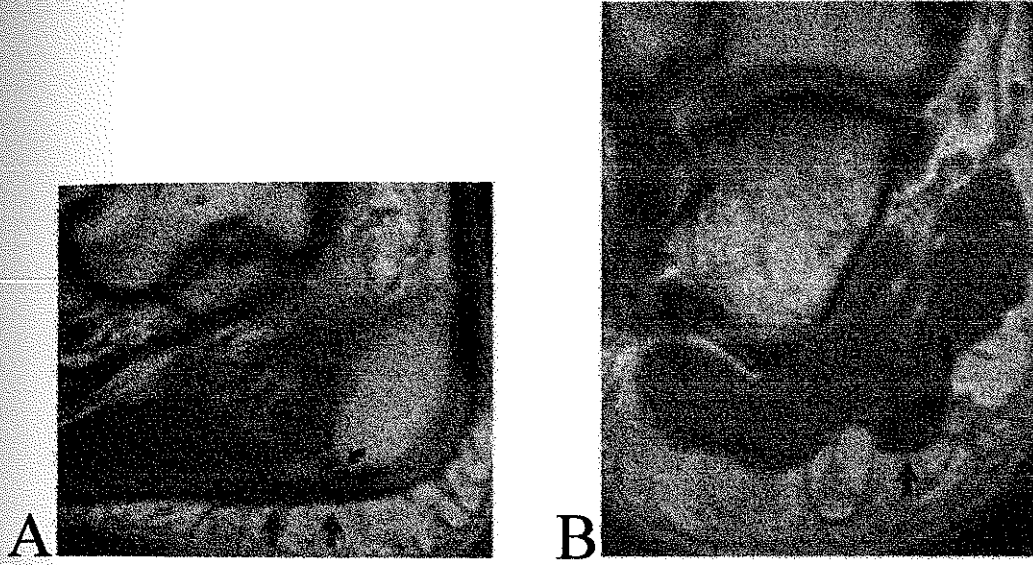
Ayağın; A) Coronal planda CT kesiti, B) Transverse planda CT kesiti. ( Smith R.W., Staple I.W., Computerized Tomography (CT) Scanning Technique for the Hindfoot. Clin. Ortop., 177, 1983. )
